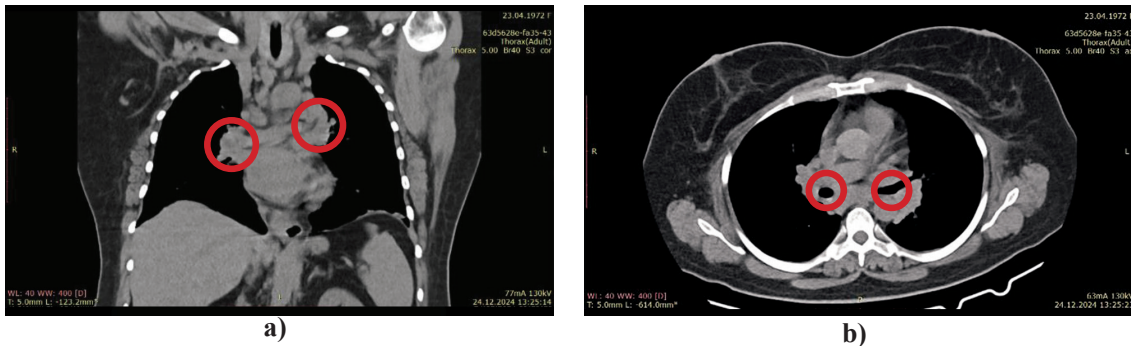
КТ-ма грудной клетки пациентки А.Ш.:
